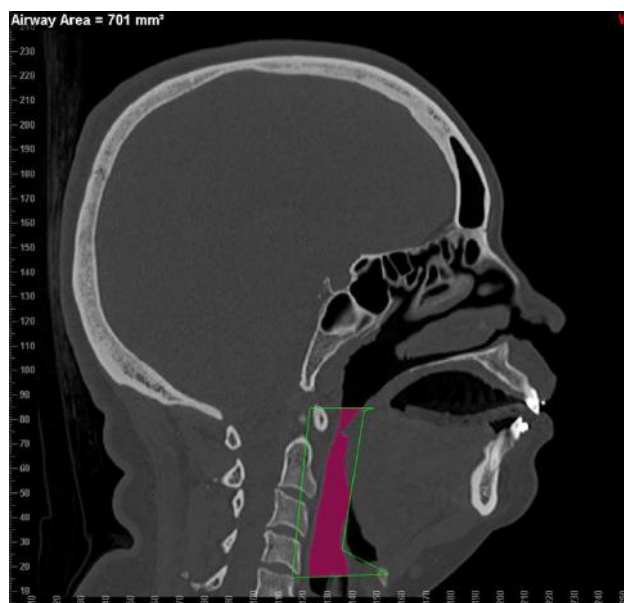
Telerradiografia lateral.
